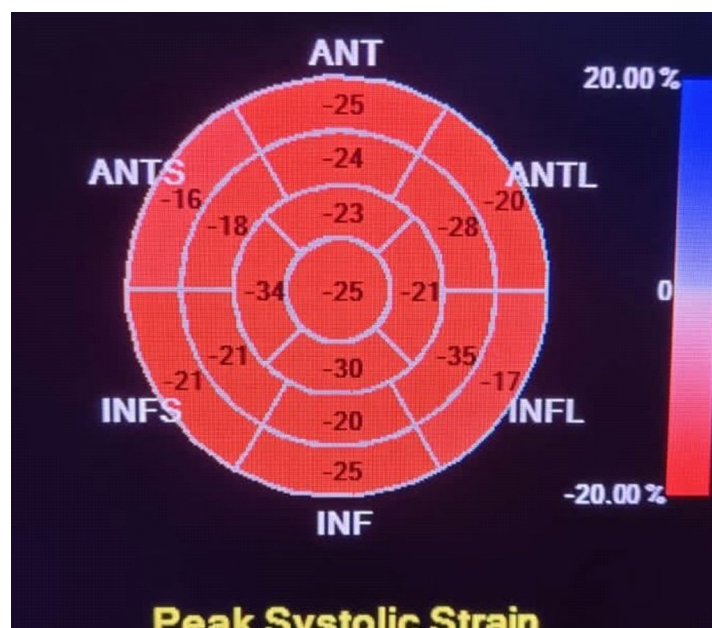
Ecocardiograma bidimensional longitudinal por rastreamento de pontos realizado 48h após ablação, com normalização dos achados anteriores.
